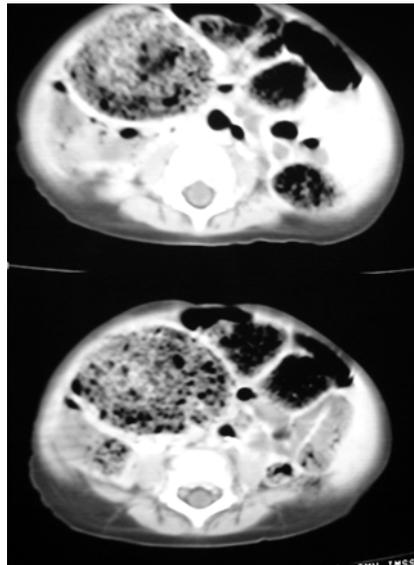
Imágenes de tomografía donde se aprecia el fecaloma considerado como masa abdominal.
